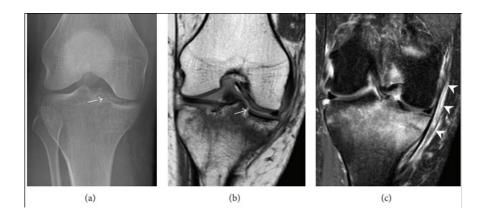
Una mujer de 56 años se presenta con dolor en la rodilla izquierda tras una caída. (a) La radiografía anteroposterior inicial se consideró normal; sin embargo, se observa una sutil interrupción cortical del borde anterior del platillo tibial medial, medial a la espina tibial (flecha). (b) La RM coronal potenciada en T1 confirma la interrupción cortical (flecha) y muestra una fractura extensa a través de la tibia proximal. (c) La imagen coronal potenciada en densidad protónica con saturación grasa muestra un extenso edema en el hueso subcondral. Nótese también la hiperseñal adyacente al ligamento colateral medial, que corresponde a un esguince de grado I (puntas de flecha)
